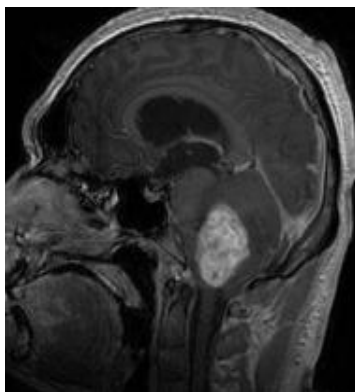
血管芽腫の頭部 MRI 画像 (T1WI Gd 造影、sagittal 画像、当院手術症例)
